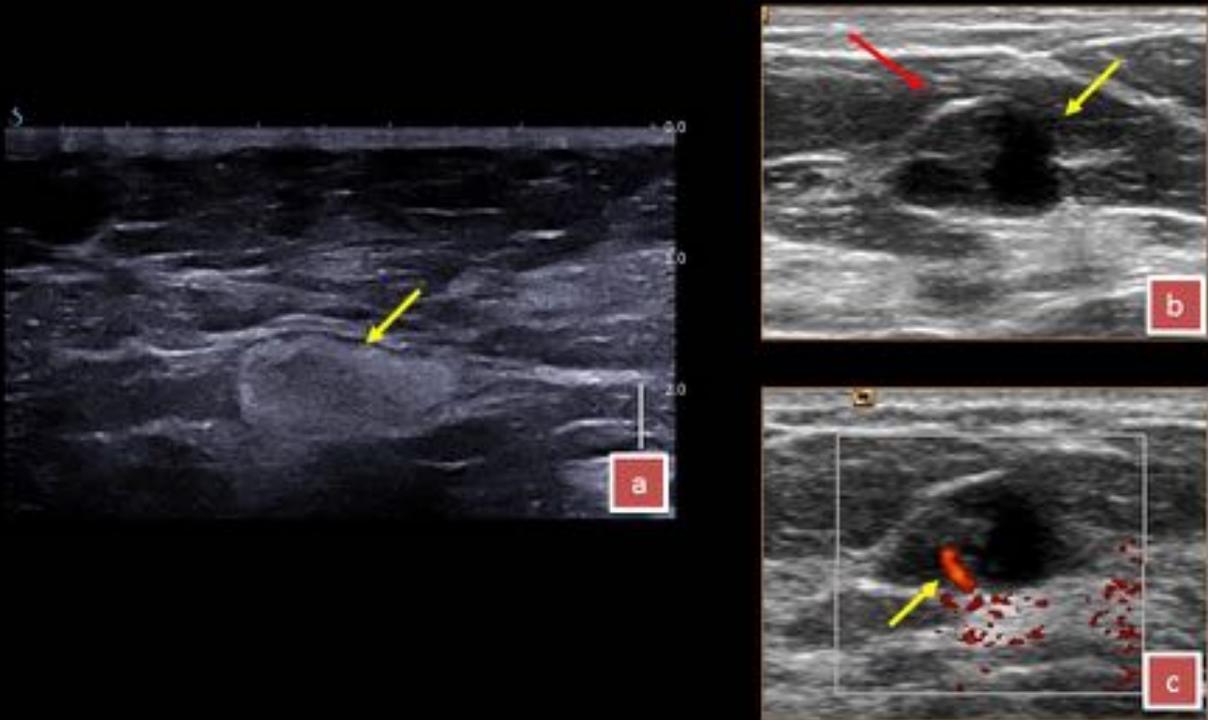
(a) Ecografía axilar mostrando una imagen ovoidea bien delimitada con un centro hiperecoico (hilio graso) y un fino córtex (flecha) hipoeicoico periférico. (b) Imagen de otro estudio ecográfico mostrando un ganglio intramamario, con el centro graso (flecha amarilla) y córtex (flecha roja). (c) En el mismo ganglio en Doppler color se evidencia el hilio vascular (flecha amarilla).
